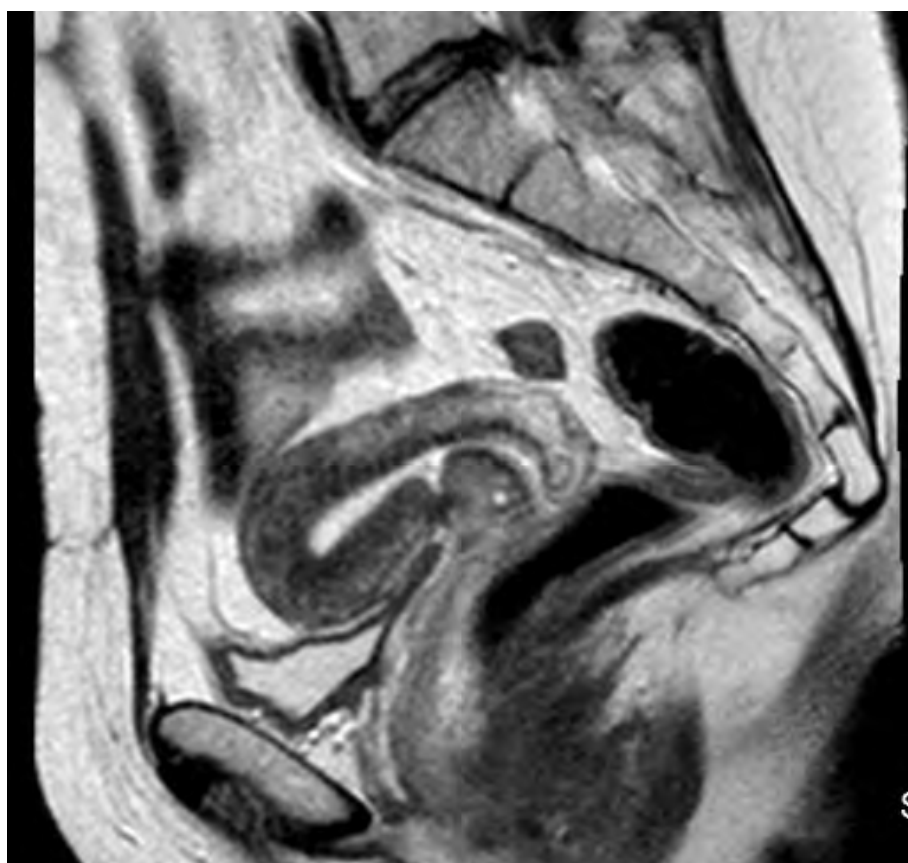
Ниша рубца на матке после КС по данным МРТ
